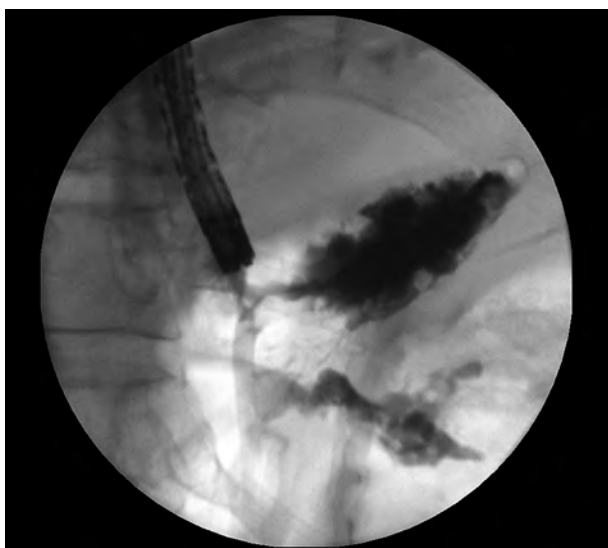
Пациент К., 55 лет. Рентгеноскопия с водорастворимым контрастом патологической полости в области средостения слева.
